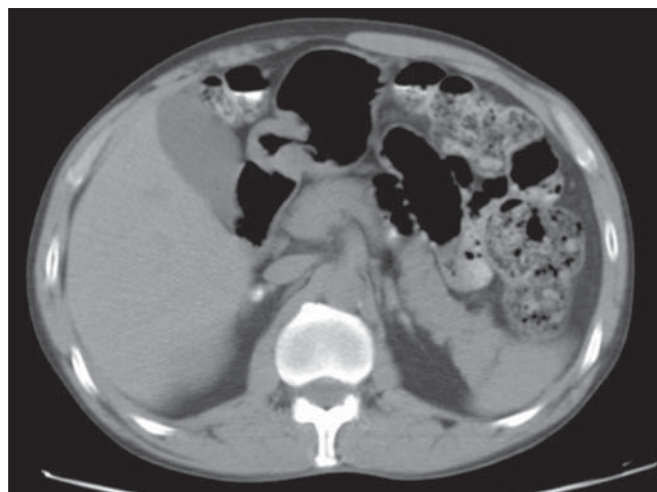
TC de abdome sem contraste intravenoso identificando calcificações em glândulas suprarrenais.
